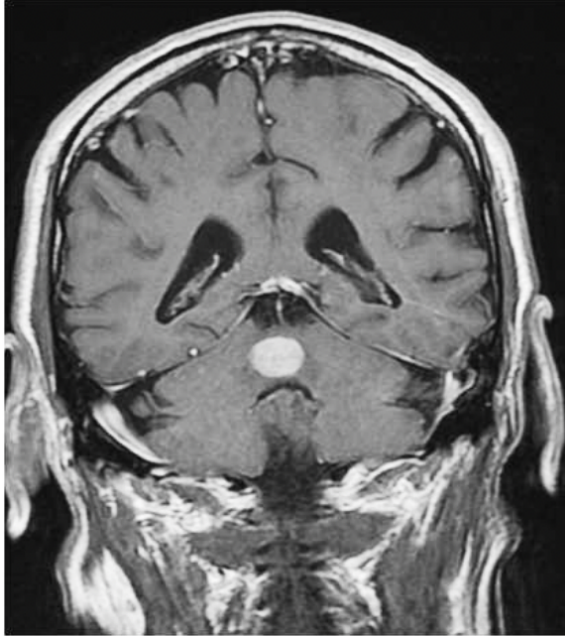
Estudio de RM en secuencia T1 con Gadolinio que muestra una lesión sólida en vermes cerebeloso como depósito secundario de CP. (8)
